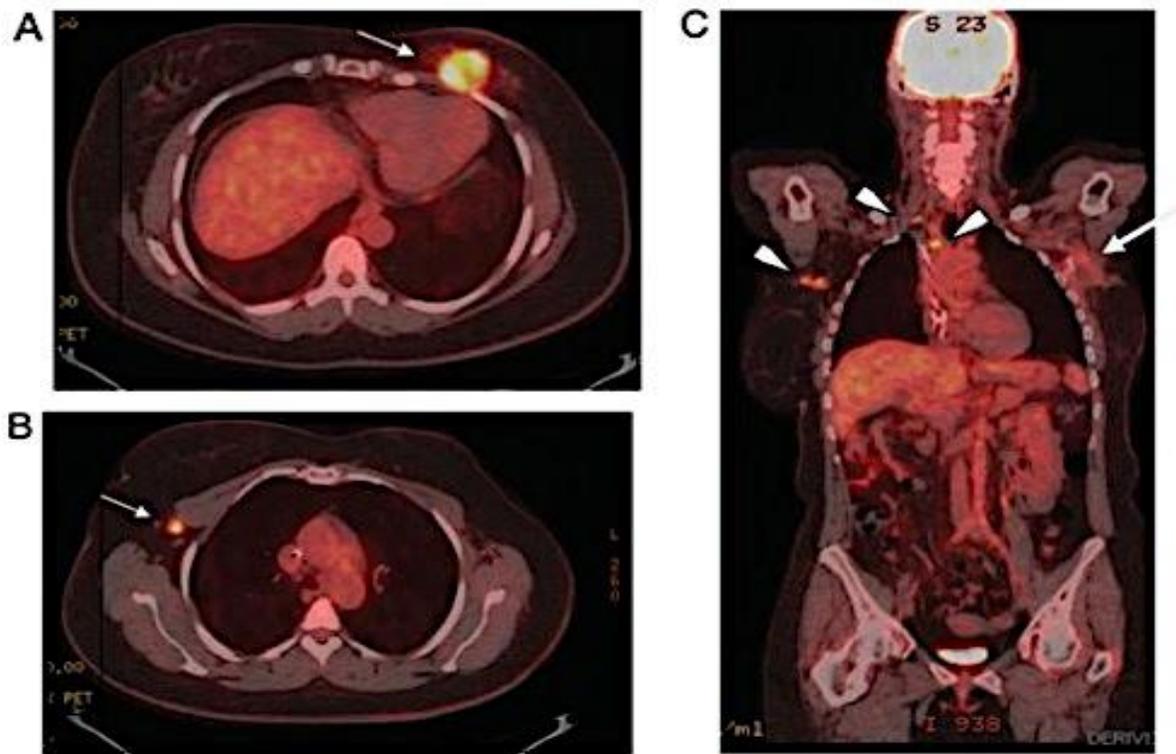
Positron emission tomography (PET)-computed tomography (CT) dans le cadre de bilan d'extension de cancer du sein TN. (A) tumeur mammaire, (B) adénopathie axillaire homolatérale, (C) métastases ganglionnaires sus claviculaire, axillaire droite et nodule pulmonaire apical droit [Dogan : Annals of Onco 23(suppl 6)2012]
